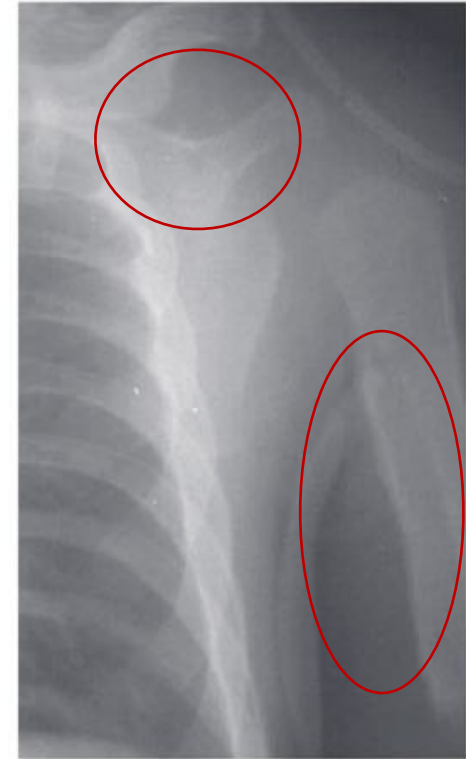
Detail of a chest radiograph in a patient undergoing long-term prostaglandin E₁ therapy. Note the expressed cortical hyperostosis of the clavicle and the humerus and moderate hyperostosis of the ribs.
